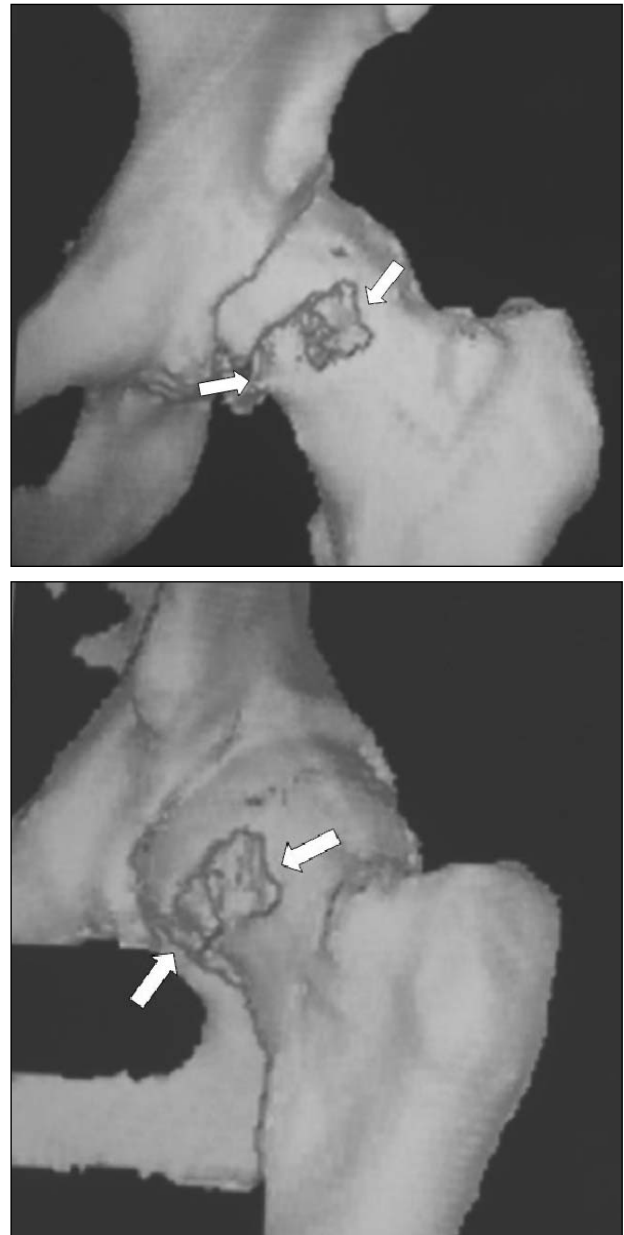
Tomografía computarizada 3D con el área de resección posoperatoria.
